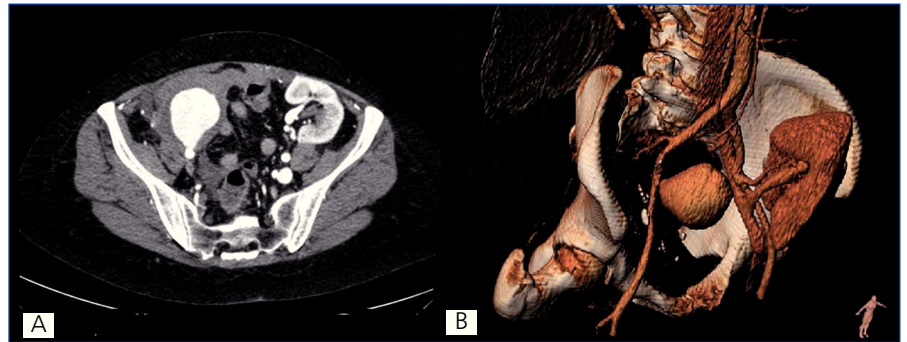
Tomografía axial computarizada abdominal.
